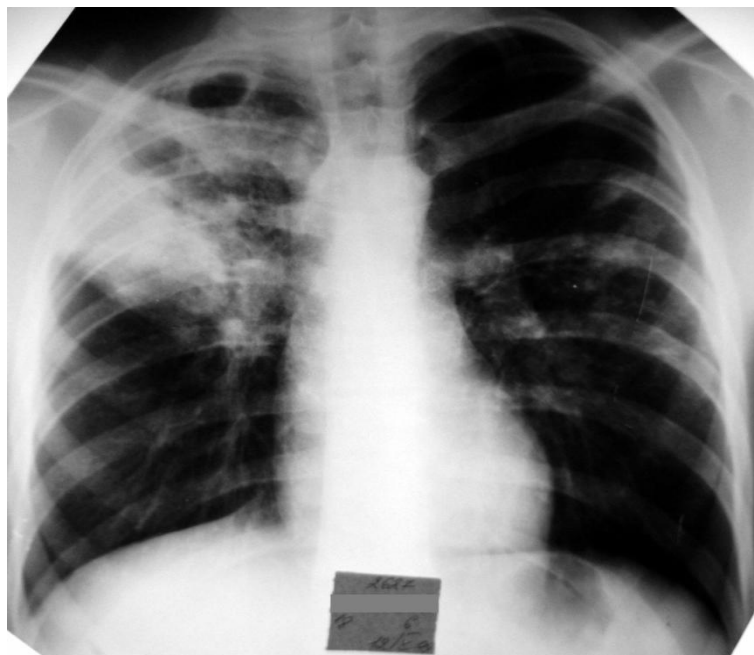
Обзорная рентгенограмма больного Ю. при поступлении. Справа в верхней доле инфильтративное затемнение с полостями распада, двустороннее обсеменение легких.
